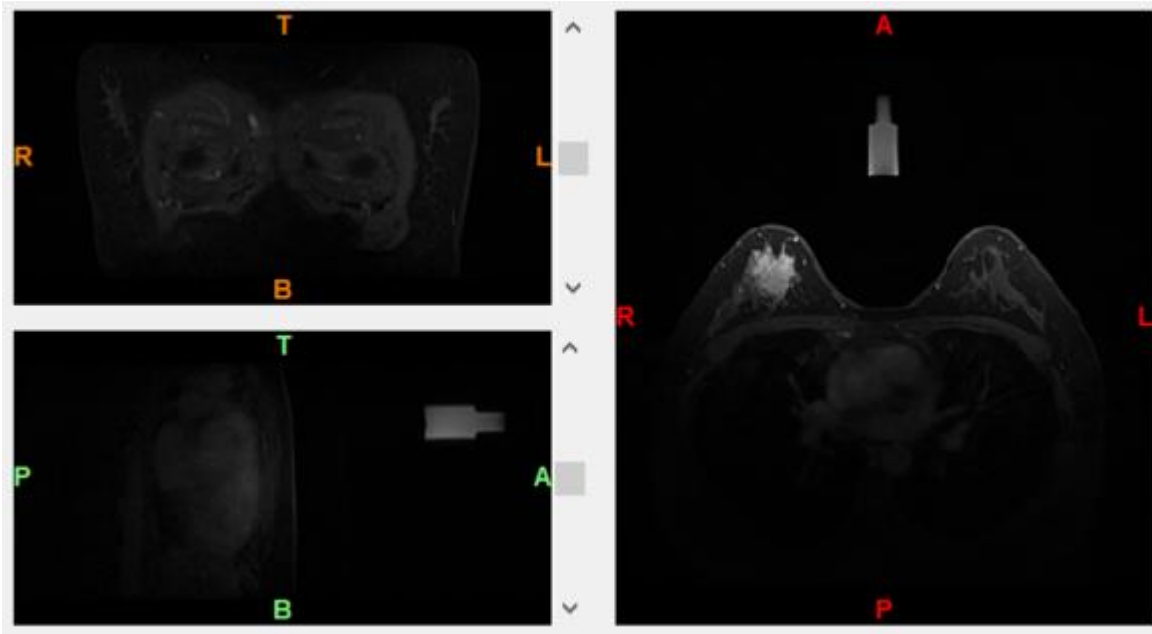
Resultados de resonancia magnética para identificar tumor en mama.
